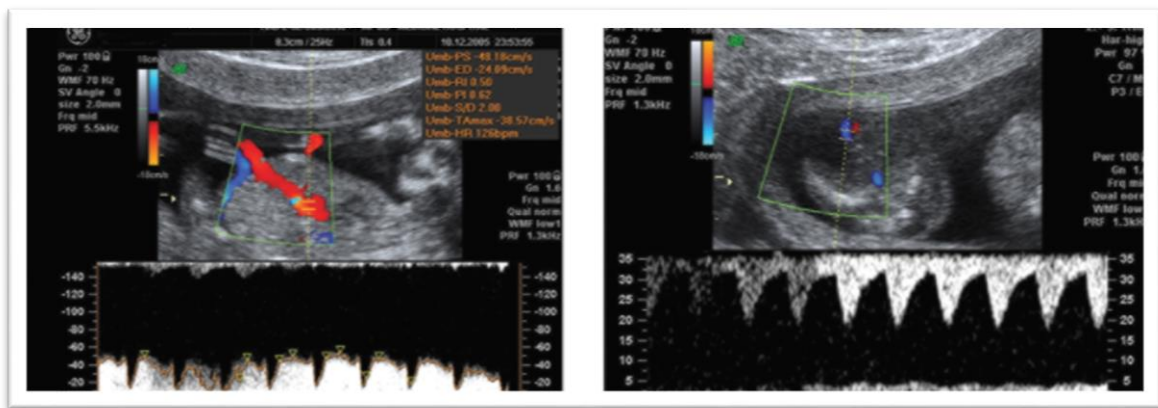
IMAGEM ECOGRÁFICA DE *DOPPLER* PULSADO DEMONSTRANDO O FLUXO INVERTIDO NA ARTÉRIA UMBILICAL. A RAZÃO SÍSTOLE/ DIÁSTOLE NA ARTÉRIA UMBILICAL ESTÁ AUMENTADA NO GÉMEO PERFUSOR. (47)
